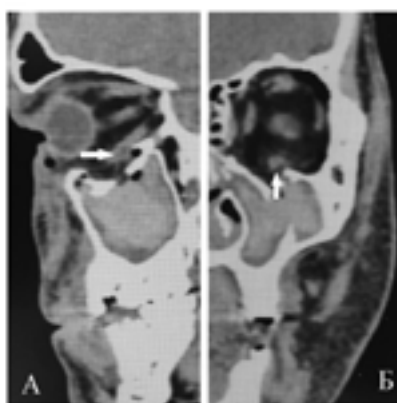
Сагиттальный (А) и коронарный (Б) срезы КТ пациента М
